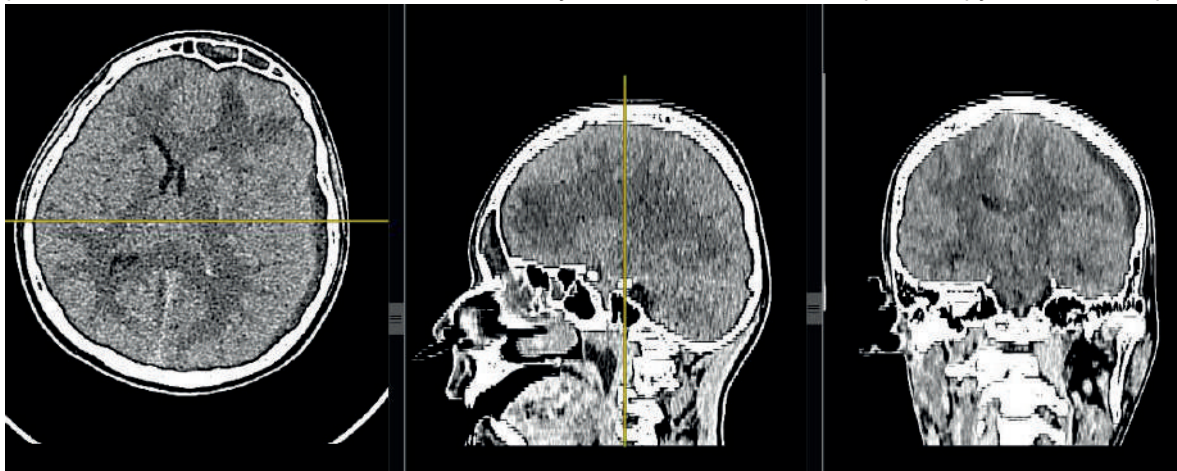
КТ головного мозга пациента при поступлении. На томограмме имеется субдуральная эмпиема слева и в межполушарной щели с дислокацией срединных структур. Фронтит, этмоидит, гайморит слева, с очагами деструкции передней, задней и латеральной стенок левой лобной пазухи
